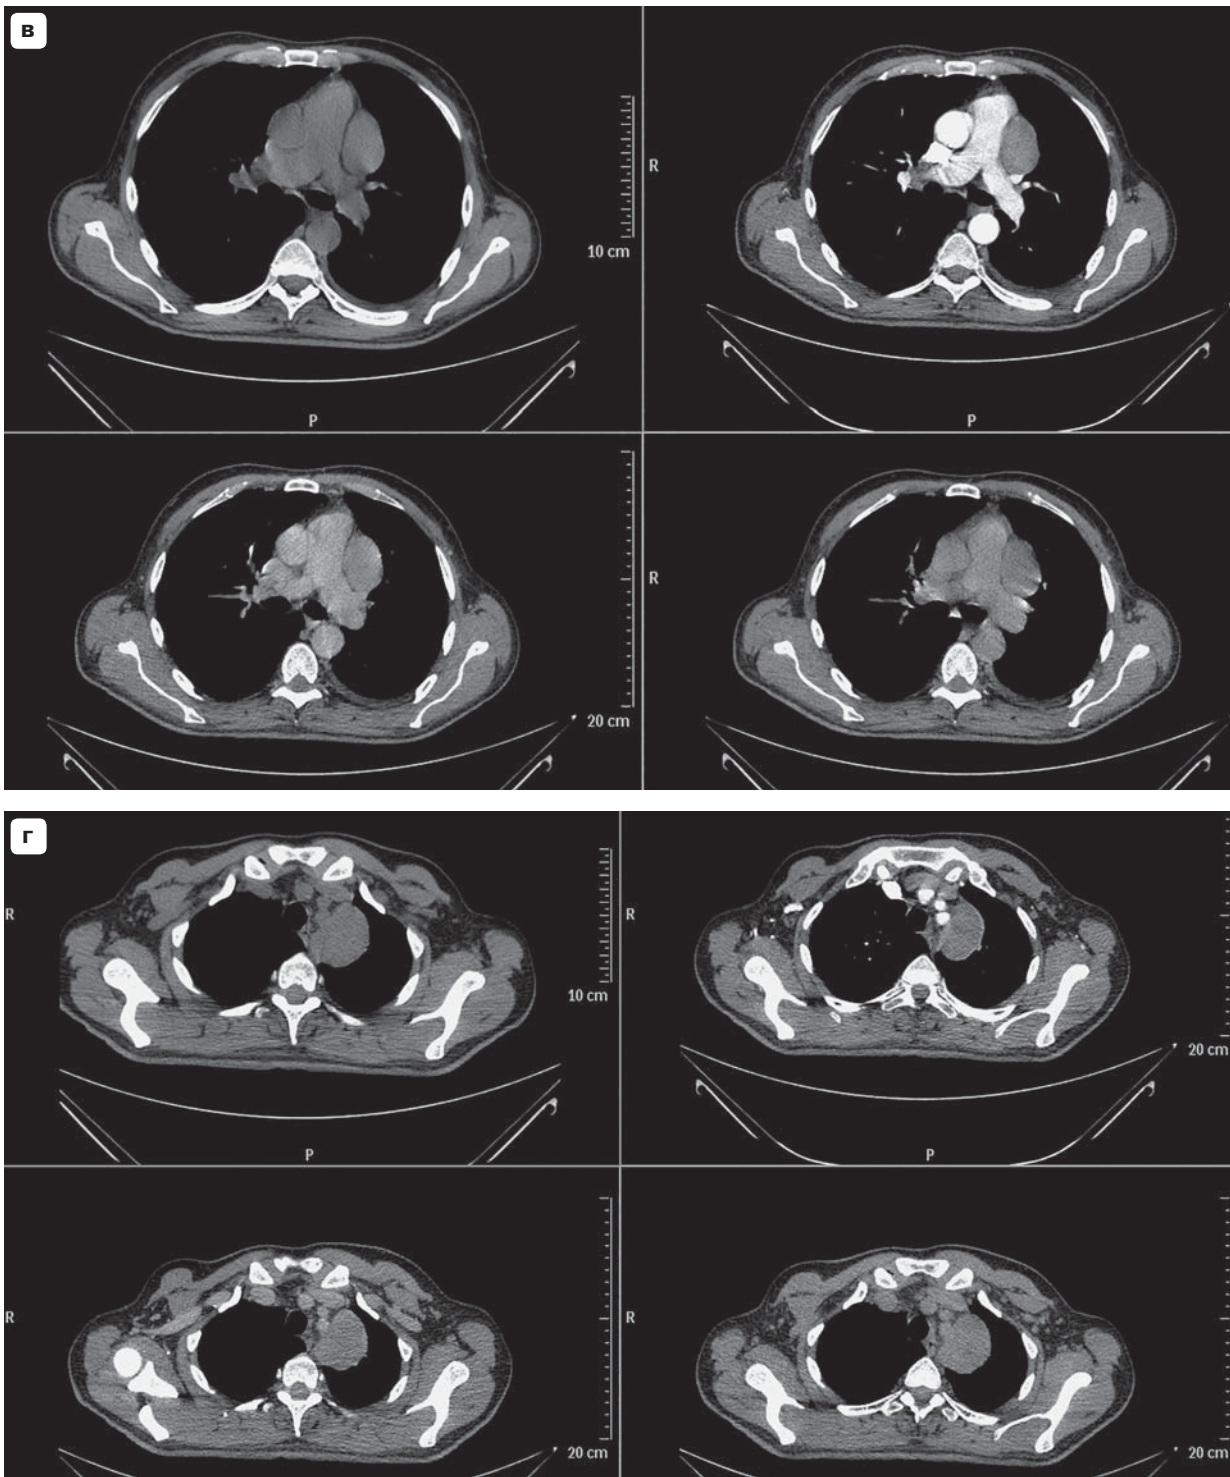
(окончание). Последующее МСКТ-исследование через 9 мес после операции по поводу плеоморфной рабдомиосаркомы.
